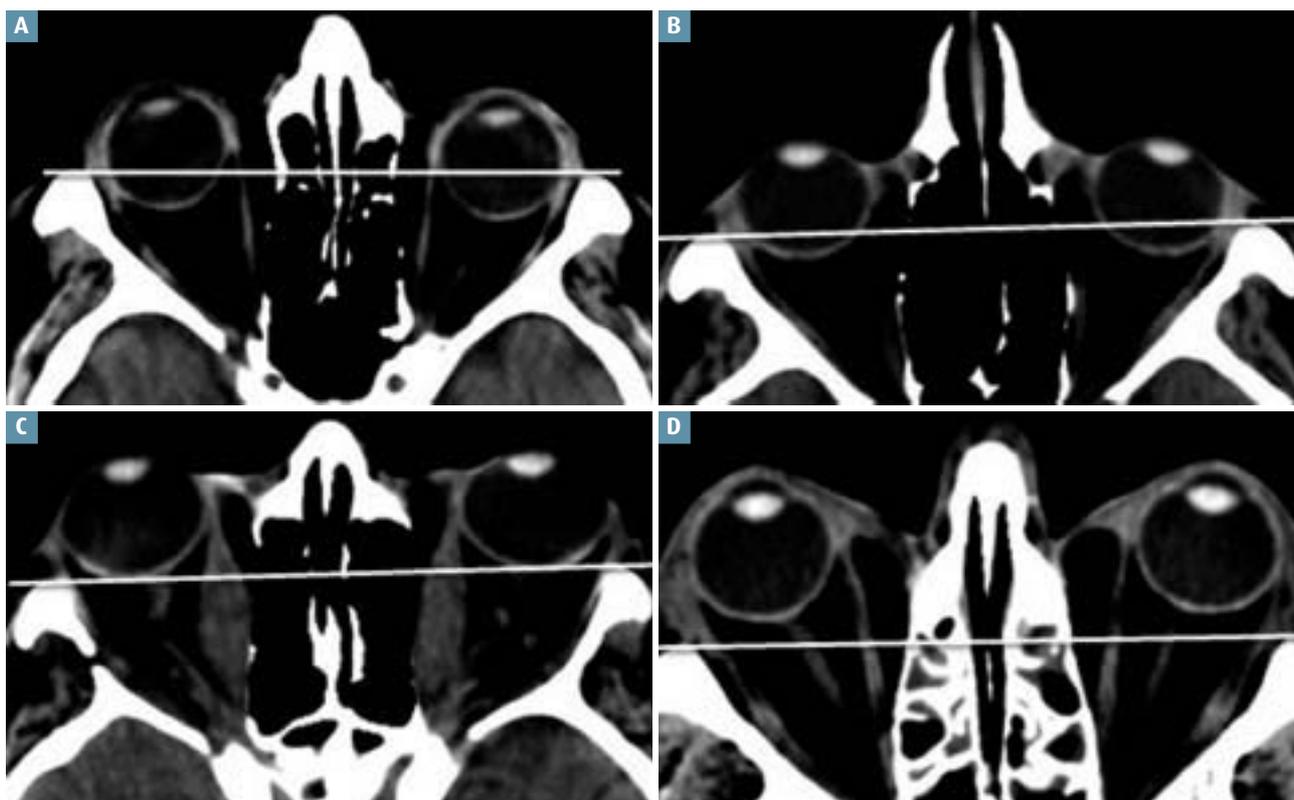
Grade des exophtalmies. L'exophtalmie est quantifiée à partir d'une coupe axiale (TDM ou IRM) passant par le plan neuro-oculaire. A : En l'absence d'exophtalmie, la ligne bicanthale externe (BCE) passe par la jonction des deux tiers antérieurs et du tiers postérieur du globe oculaire. B : Exophtalmie de grade I : plus de deux tiers du globe oculaire se projettent en avant de la ligne BCE. C : Exophtalmie de grade II : la ligne BCE affleure le pôle postérieur des globes oculaires. D : Exophtalmie de grade III : le globe oculaire se situe en totalité en avant de la ligne BCE.
